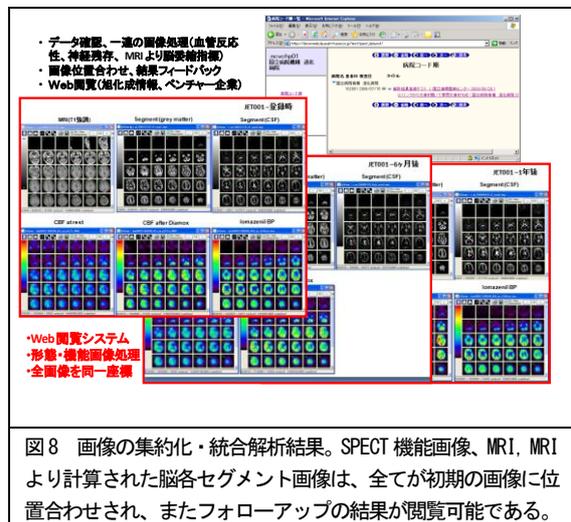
画像の集約化・統合解析結果。SPECT 機能画像、MRI、MRIより計算された脳各セグメント画像は、全てが初期の画像に位置合わせされ、またフォローアップの結果が閲覧可能である。
